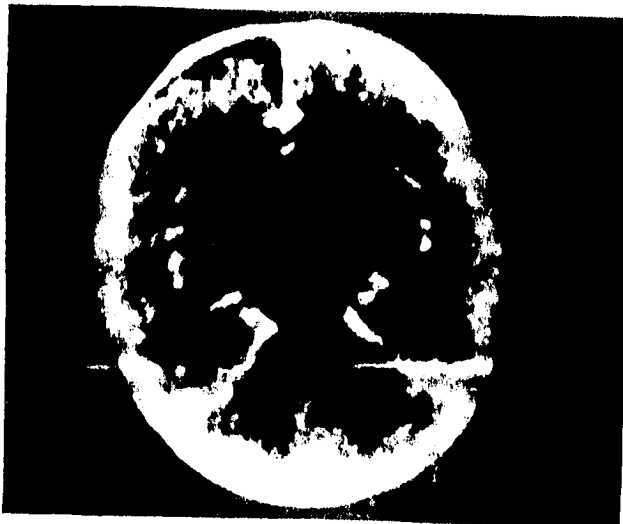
TAC. Primer corte transventricular de la fase contrastada. Existe un área de intenso reforzamiento periférico en el lado derecho (flecha). En todo el hemisferio hay edema muy severo con colapso ventricular y marcado desplazamiento de la línea media. Esta enferma obviamente inmunodeprimida puesto que presentaba un linfoma primario de cerebro, hizo una infección en el lóbulo frontal derecho de la cual se obtuvieron cocos Gram positivos.
